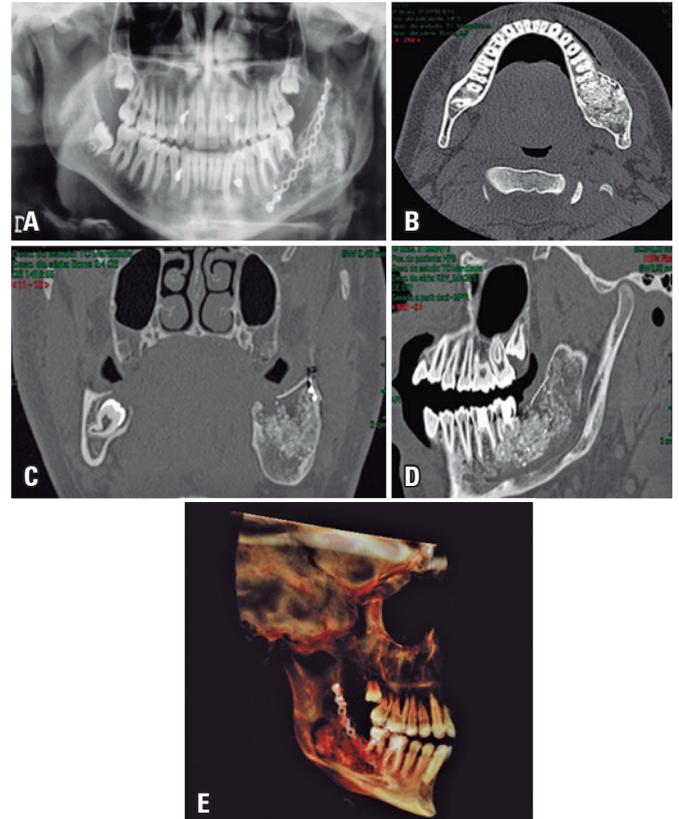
(A) Radiografia panorâmica. Observar área receptora com satisfatória adaptação de rhBMP-2 em associação do Bio-Oss®. (B) Tomografia computadorizada. Observar corte axial, evidenciando adaptação satisfatória do material de enxertia em área receptora. (C) Tomografia computadorizada. Observar corte coronal, evidenciando adaptação satisfatória do material de enxertia e fixação em área receptora. (D) Tomografia computadorizada. Observar corte sagital, evidenciando adaptação satisfatória do material de enxertia e da malha de titânio em área receptora. (E) Tomografia computadorizada. Observar reconstrução tridimensional de controle pós-cirúrgico
